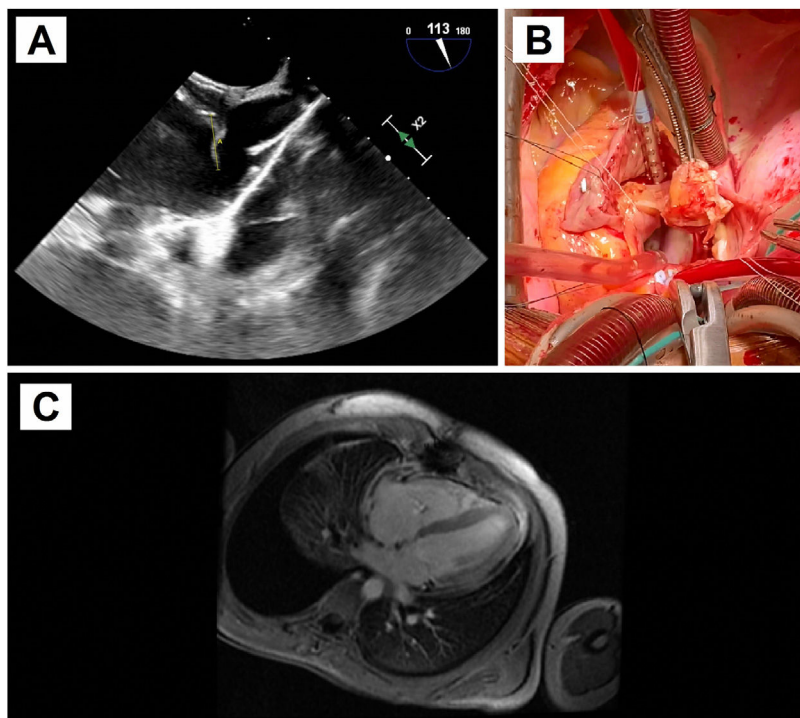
A: Ecocardiografía transefágica preoperatoria. Se evidencia una masa filamentosa móvil adherida al disco de aurícula derecha del dispositivo de cierre de FOP, próxima a la desembocadura de la vena cava superior, compatible con vegetación sobre el dispositivo. B: Fotografía del campo quirúrgico. Atriotomía derecha para acceso al septo interauricular donde se encuentra anclado el dispositivo de cierre de FOP, con endotelización completa. Resección del dispositivo objetivándose en la vertiente auricular derecha la vegetación filamentosa. C: Resonancia magnética cardíaca postoperatoria. Se aprecia el engrosamiento pericárdico sobre pared ventricular con captación de contraste sugestiva de inflamación.
